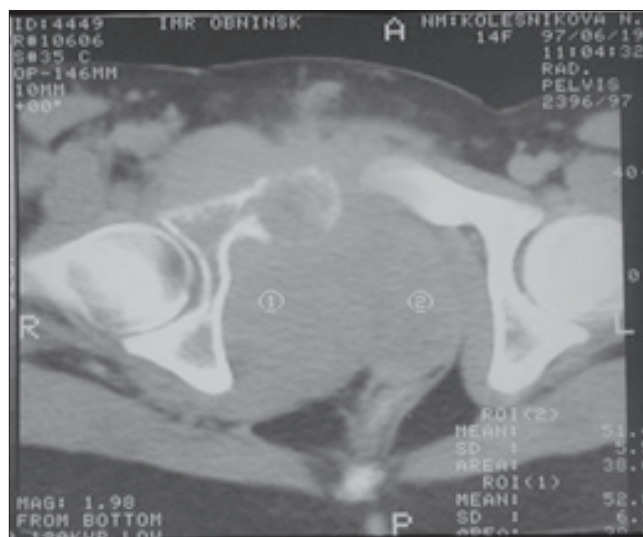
Компьютерная томограмма таза больной К.Н., 19.06.1997 (до лечения)
